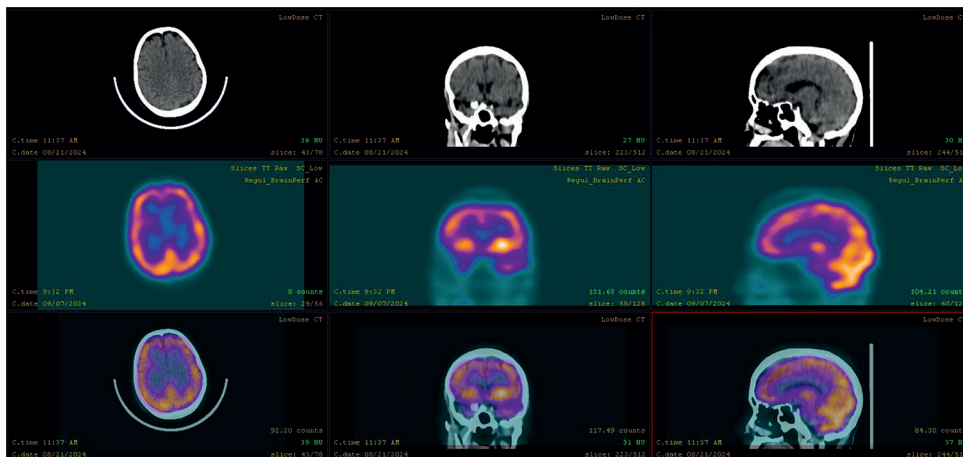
Estudio SPECT/CT cerebral con ^{99m}Tc -ECD para diagnóstico de Alzheimer leve.
